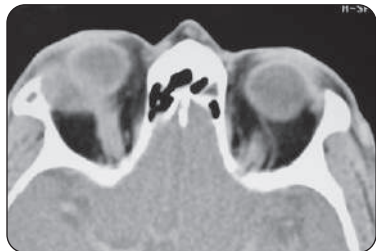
TDM en coupe axiale du même patient
